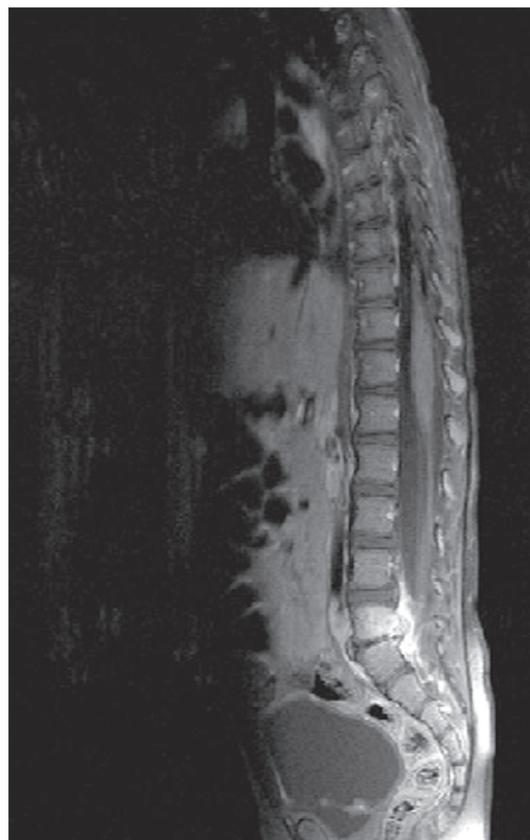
IRM avec contraste de la colonne vertébrale, démontrant une hyperfixation du disque intervertébral, des vertèbres adjacentes et de la région musculaire paravertébrale au niveau L5-S1.
